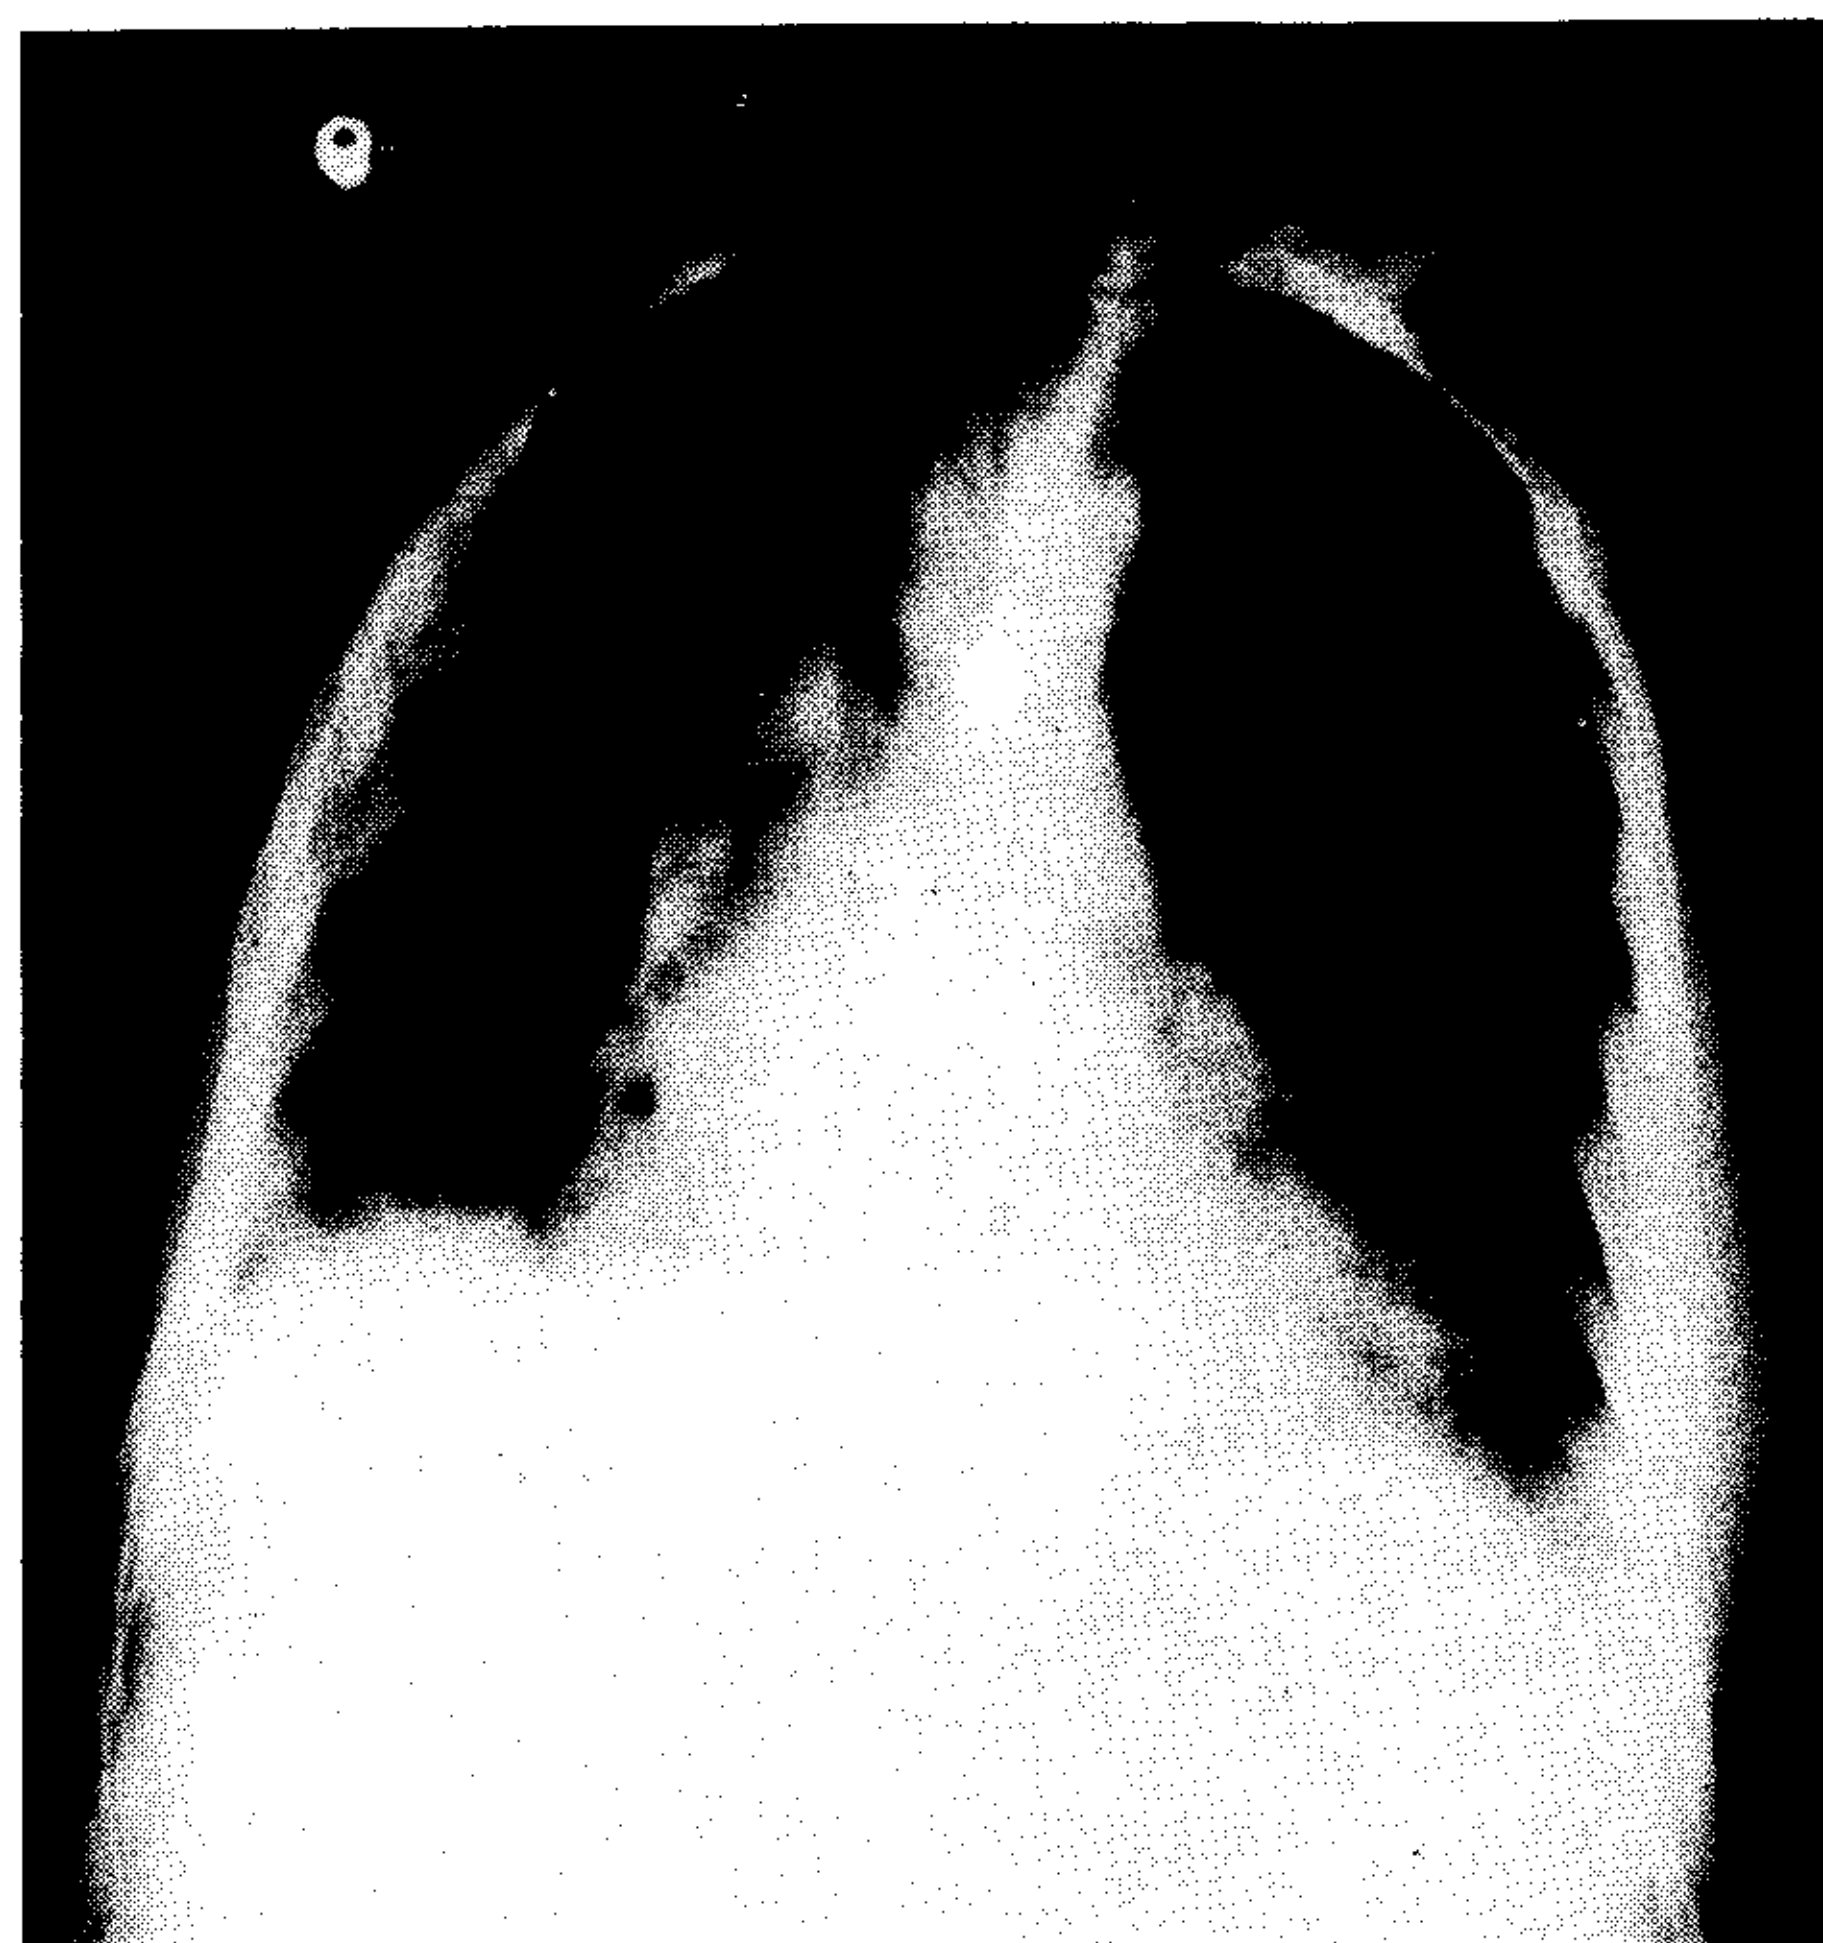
Corte de la tomografía lineal de tórax. Se aprecia claramente la imagen de broncograma aéreo.
